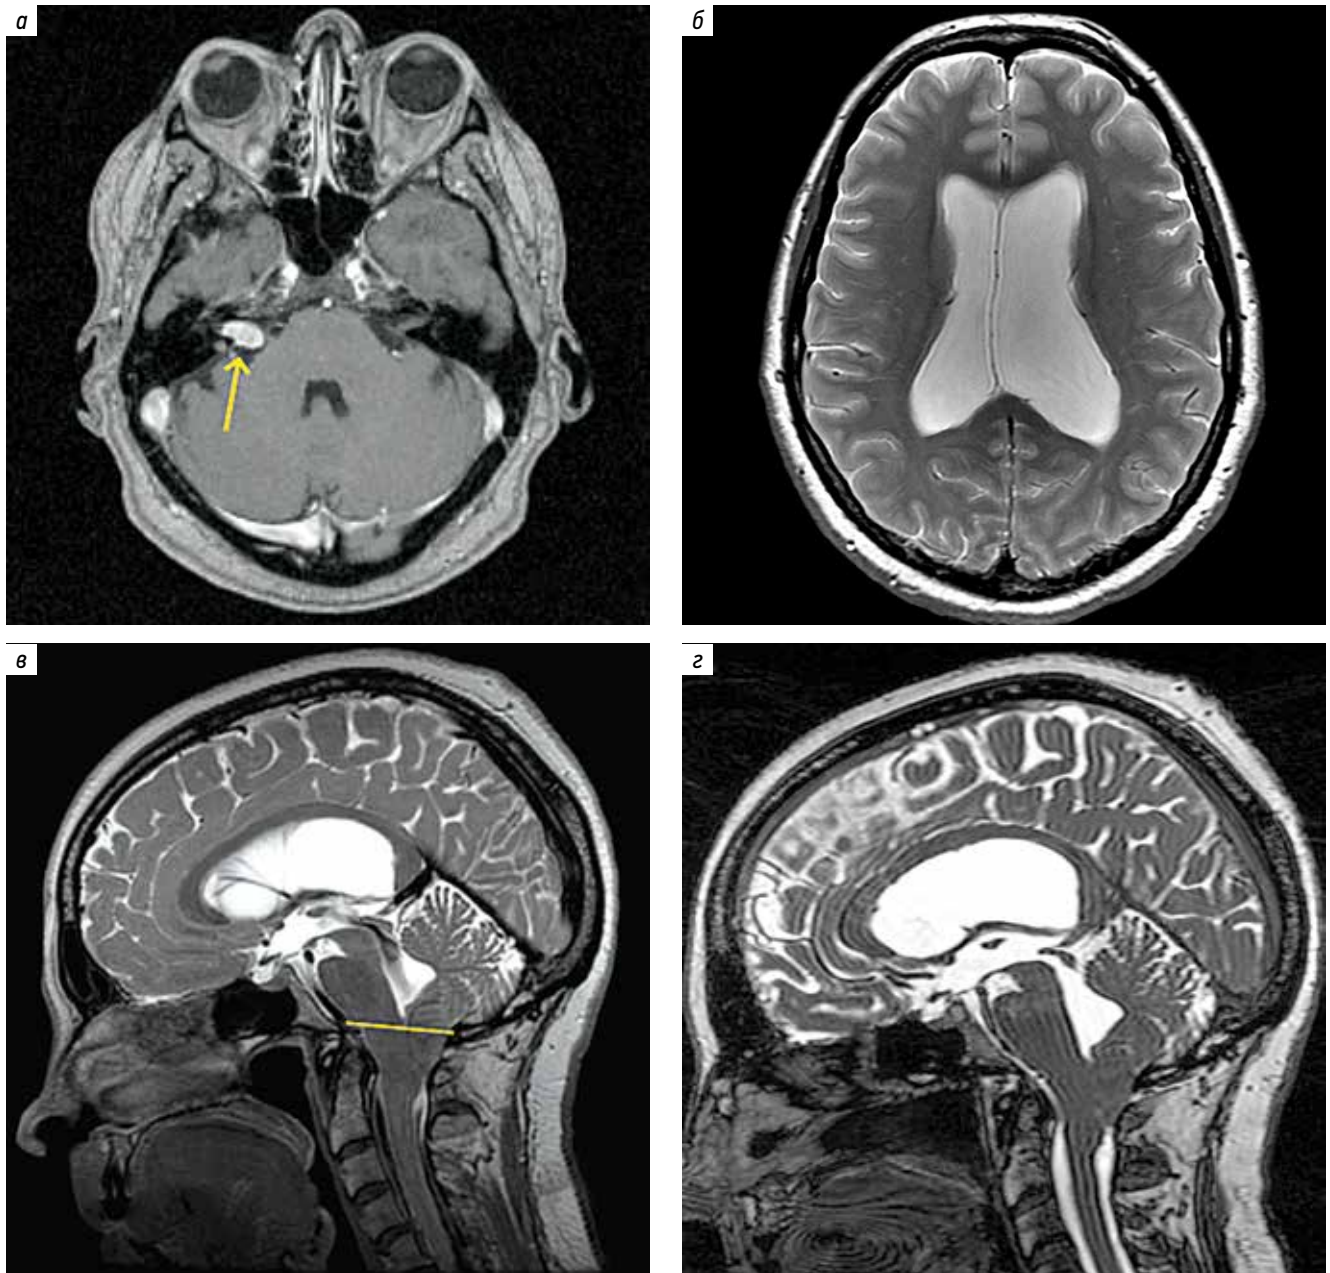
Магнитно-резонансная томография головного мозга пациентки М. перед операцией: а – аксиальный срез, T1-режим с парамагнетиком: наличие интра-экстрамиатальной невриномы слухового нерва справа (II стадия по Koos) (указано стрелкой); б – аксиальная томограмма в T2-режиме: расширены боковые желудочки, межжелудочковая перегородка не смещена; в – сагиттальная томограмма в режиме T2 3D CUBE: водопровод мозга проходим, миндалины мозжечка опущены ниже линии McRay до 1-го шейного позвонка включительно, на уровне краниовертебрального перехода пульсации ликвора не определяется; з – сагиттальная томограмма в режиме FIESTA: определяется слабовыраженная вентральная дислокация премамиллярной мембраны, крыша III желудочка в нормальном положении
